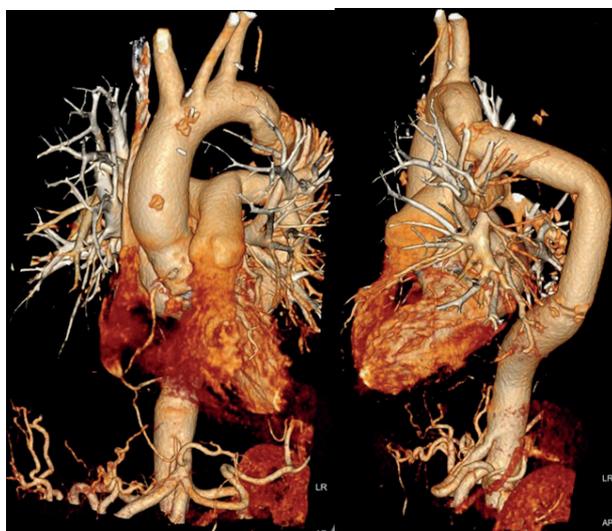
Данные МСКТ после операции
